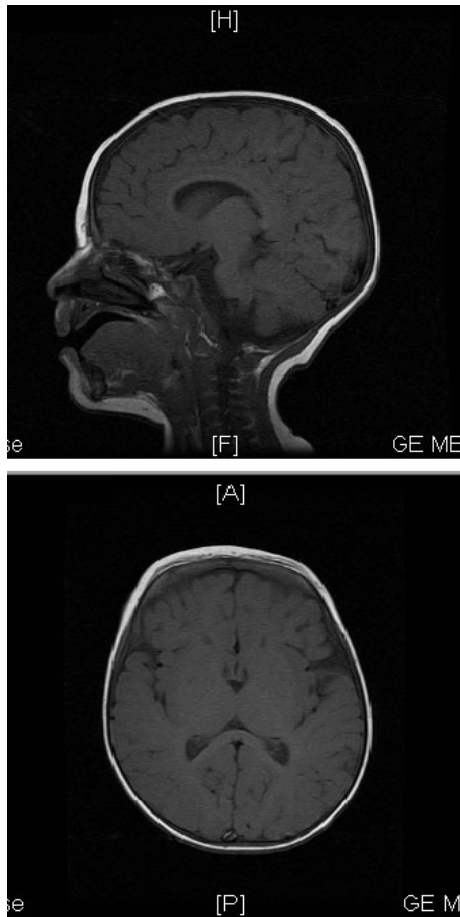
Central nervous system magnetic resonance imaging obtained on the day +260 of stem cell transplantation reported without evidence of abnormalities.
